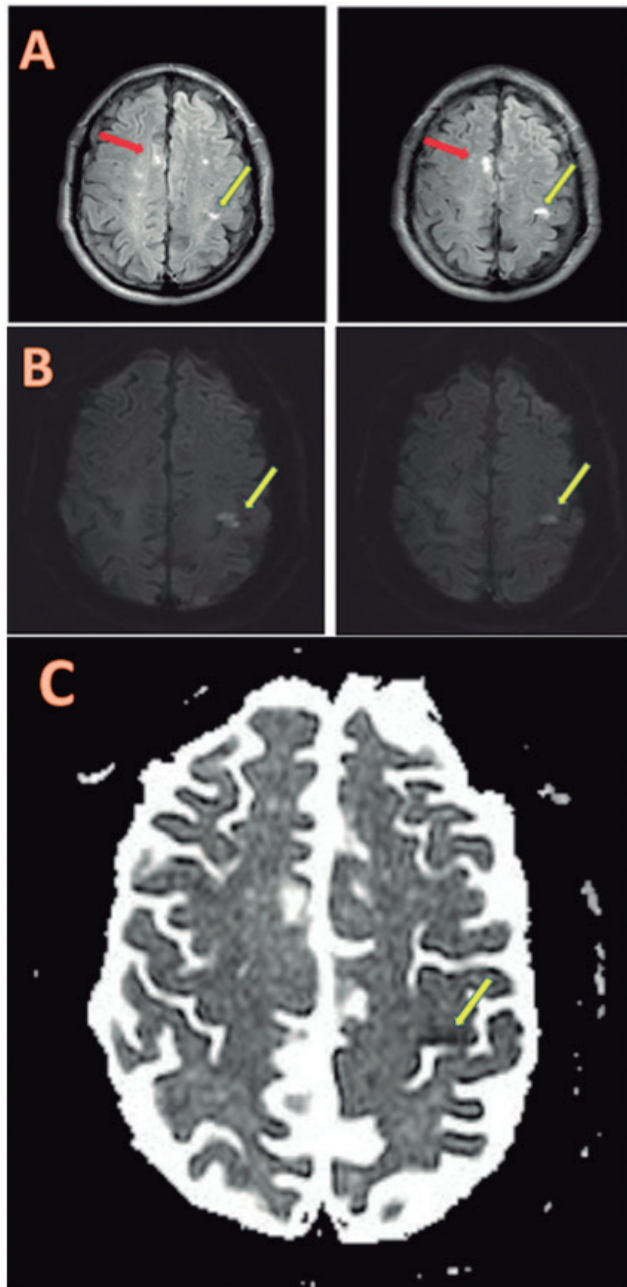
RM cerebral del paciente.
